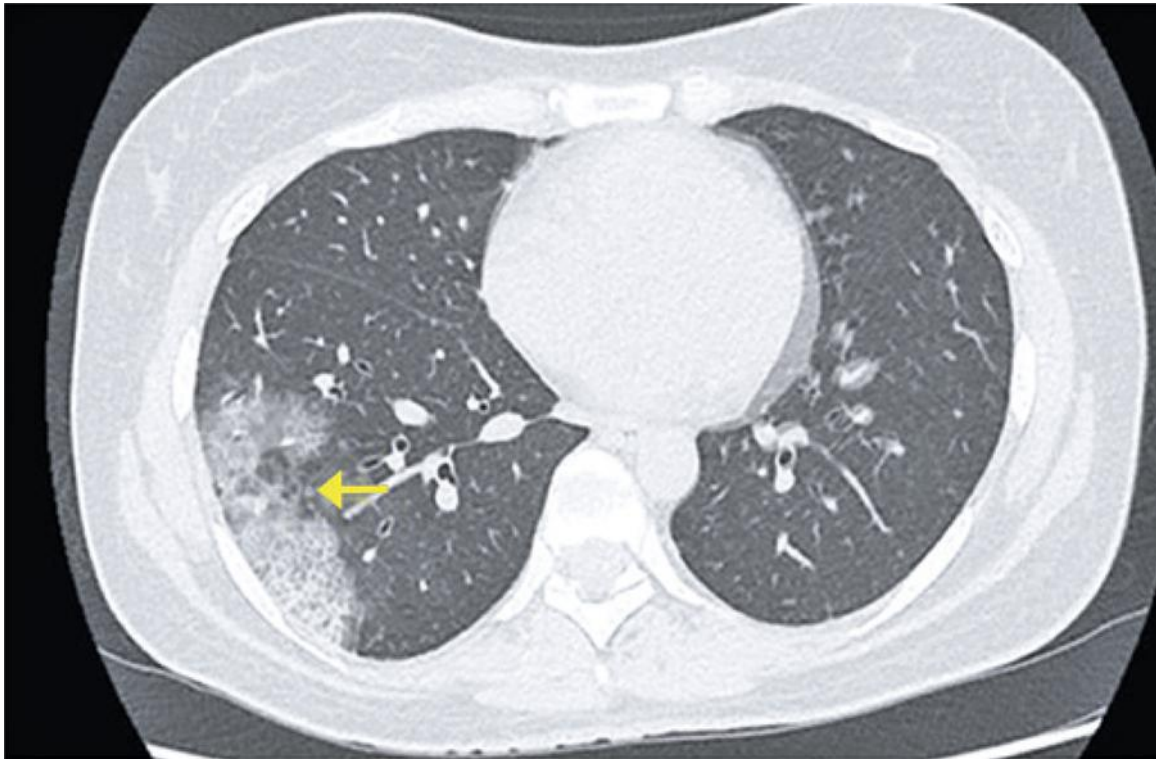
Tomografía computarizada que muestra patrón de pavimentación loca en la periferia del lóbulo inferior derecho. Imagen tomada de *COVID-19 Findings Identified in Chest Computed Tomography: a Pictorial Essay* [1]
